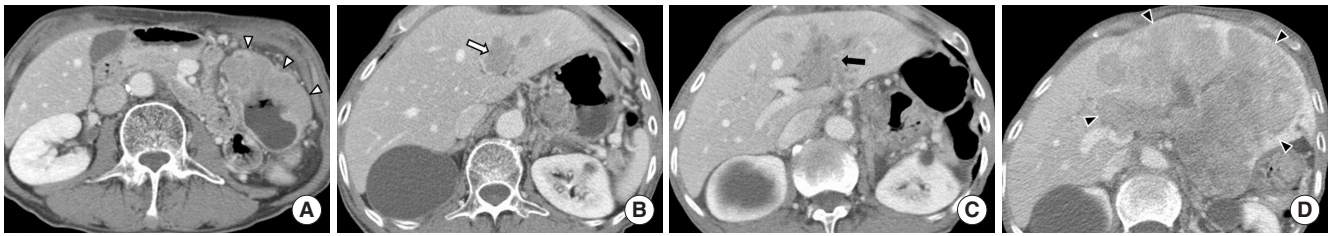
Thrombosis due to a gastric cancer in a 71-year-old man. (A) Contrast-enhanced CT image shows enhancing wall thickening in the stomach, consistent with gastric cancer (arrowheads). (B) CT image shows an expansile thrombus in the left portal vein (arrow). (C) Follow-up image after 3 months shows more increase in extent of the thrombosis (black arrow). (D) Follow-up image after 6 months shows huge hepatic mass (black arrowheads). CT, computed tomography.
